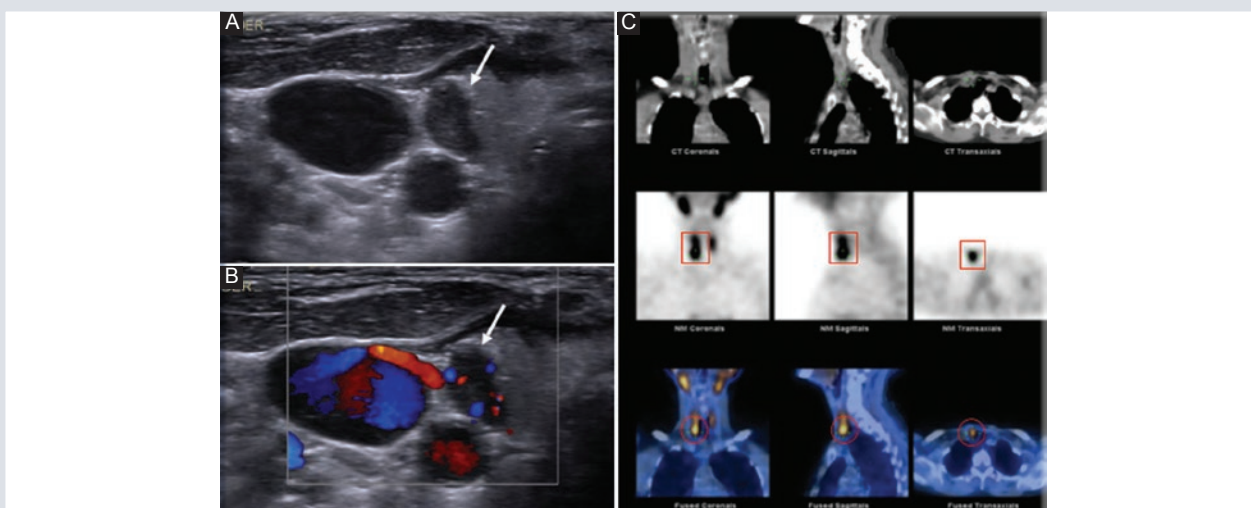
Adenoma paratiroideo derecho. A y B: Imágenes de ultrasonido de la región cervical en escala de grises (A) y en modo Doppler color (B), donde se observa un nódulo ovalado, circunscrito e hipoeoico lateral al lóbulo tiroideo derecho (flecha). C: SPECT-CT presencia y retención del radiofármaco (rectángulos y círculos) compatible con tejido paratiroideo anormal en la topografía del nódulo referido por ultrasonido compatible con adenoma paratiroideo. SPECT-CT: combinado con tomografía computarizada.
